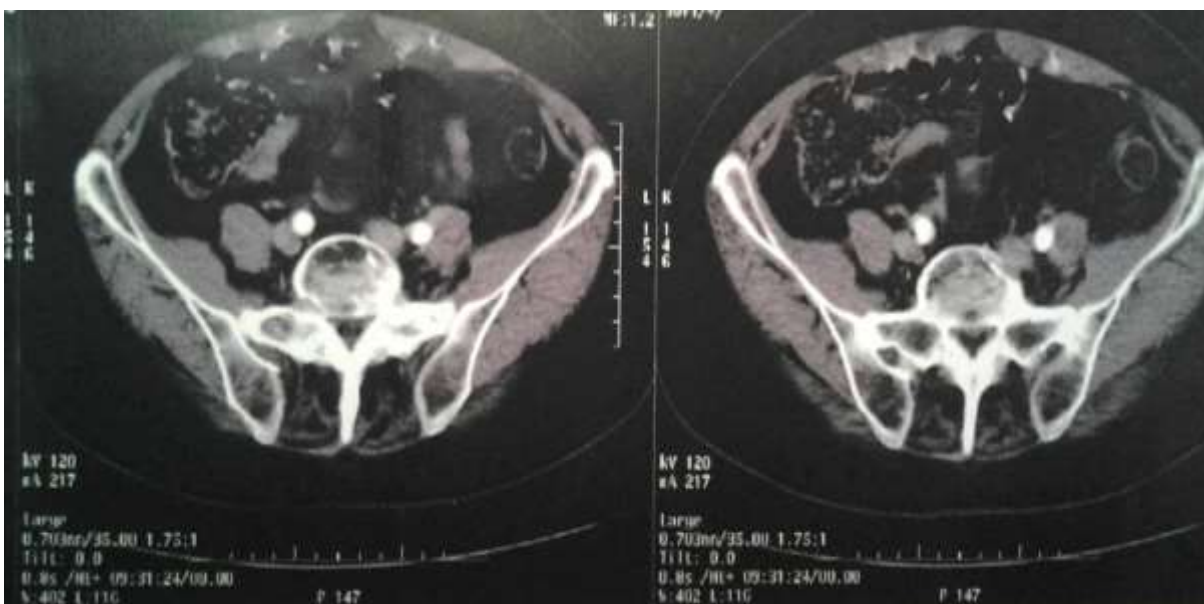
Tomografia computadorizada, evidenciando anquilose das articulações sacroilíacas.
